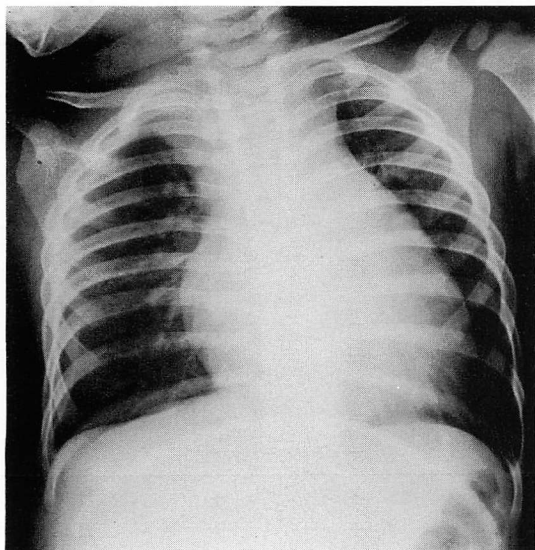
Chest radiograph of Case 5 on the 4th day of illness.
